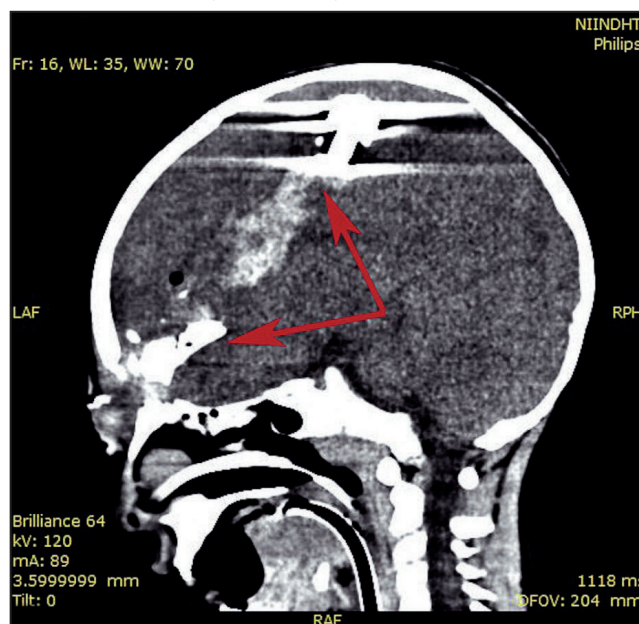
Ход раневого канала на КТ черепа В. в боковой проекции (указан стрелками).
